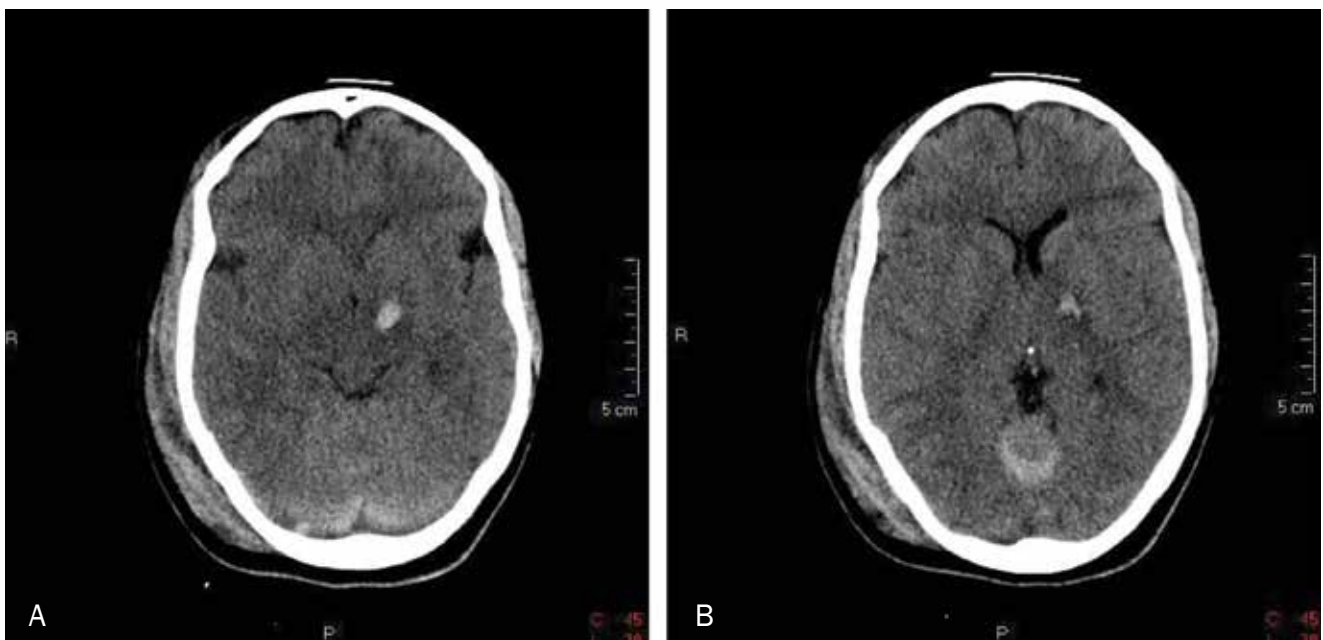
Tomografia axial de crânio mostrando (A) foco hemorrágico intra-parenquimatoso e (B) foco hemorrágico tentorial e hematoma subgaleal.
